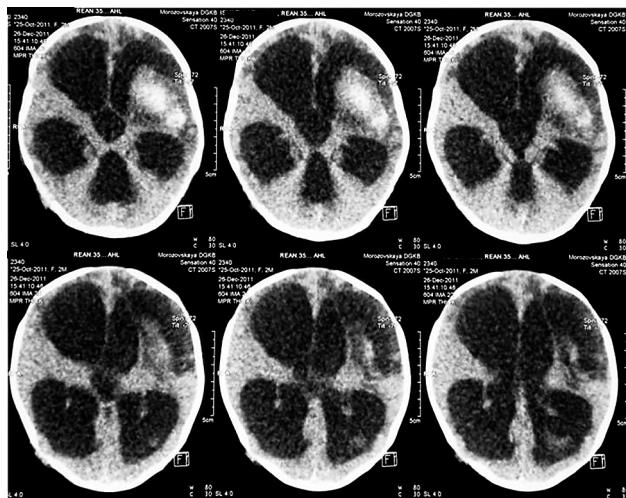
КТ головного мозга ребенка И., 2 месяца, от 26.12.11. Хроническая внутримозговая гематома левой лобно-височной области сдавливает передний рог левого бокового желудочка и участок накопления контрастного вещества в зоне гематомы. Тетравентрикуломегалия тяжелой степени с перивентрикулярным отеком. В заднем роге левого бокового желудочка тромб в стадии лизиса
